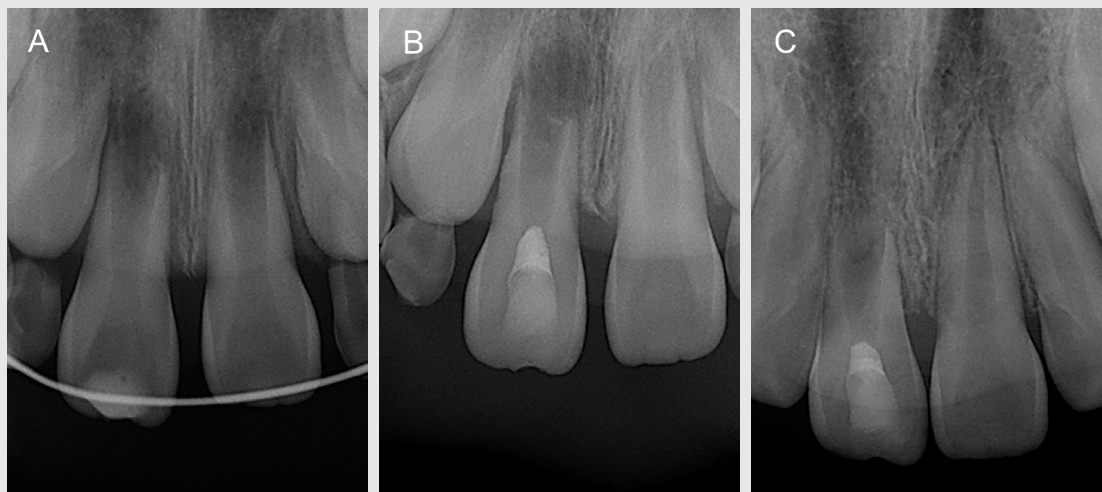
Although pulp regeneration was performed, root growth was not observed. A) Periapical radiograph of replanted and splinted the maxillary right central incisor. B) Radiograph after 10 months of trauma. C) Radiograph after 1 year and 5 months of trauma.
